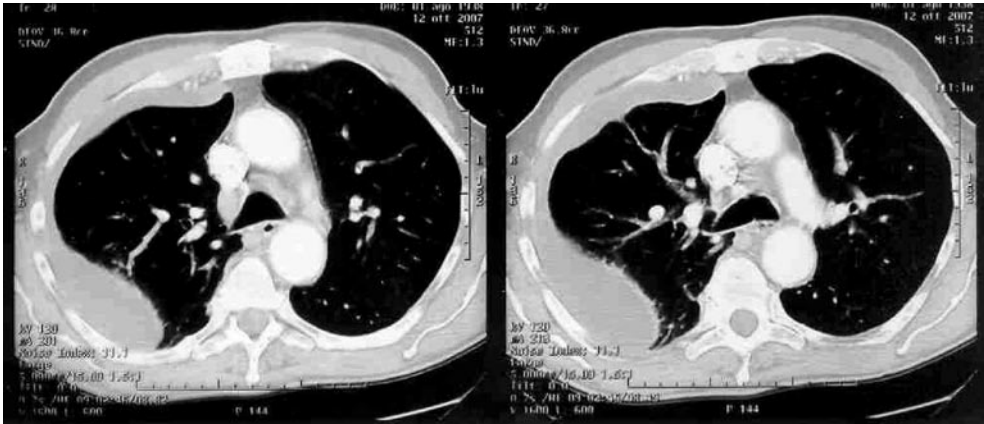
Tomografia Assiale Computerizzata da empiema pleurico.
